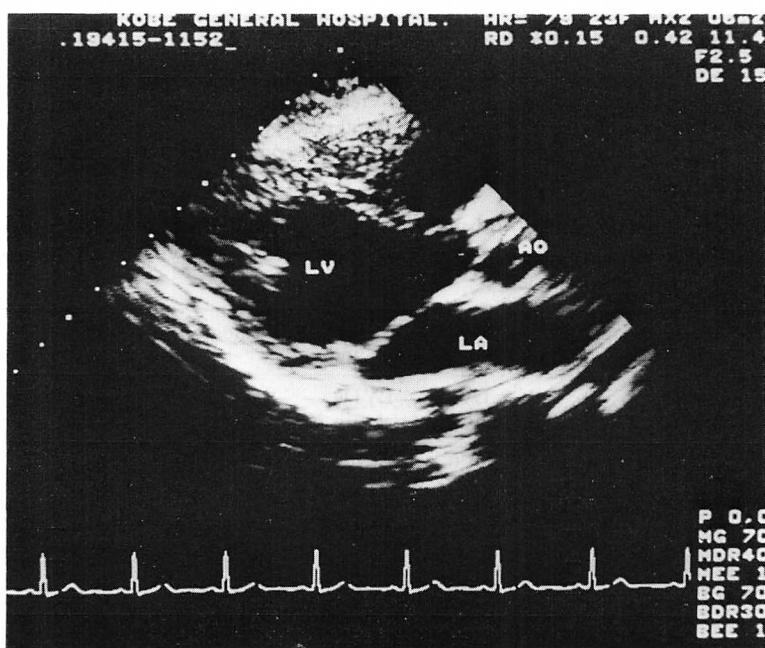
Two-dimensional echocardiogram recorded from the same patient as in Fig. 1.
